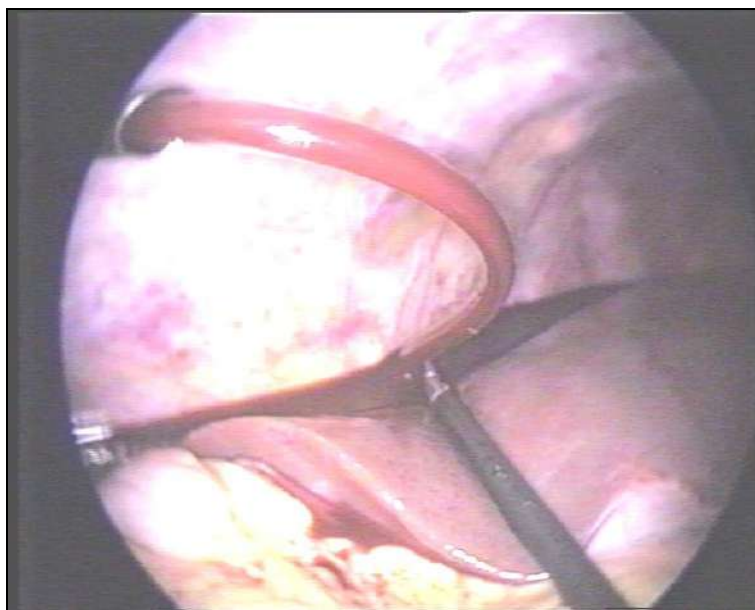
Забор аутокрови на реинфузию из лапароскопического доступа (фото)
